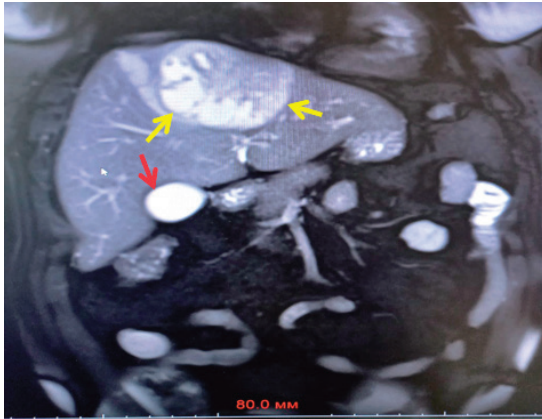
Пациент Г., 52 лет, МРТ печени: в S4 и S8 определяется очаг поражения (желтые стрелки); красная стрелка – желчный пузырь. Заключение: новообразование печени, метастаз (?), паразит (?)
